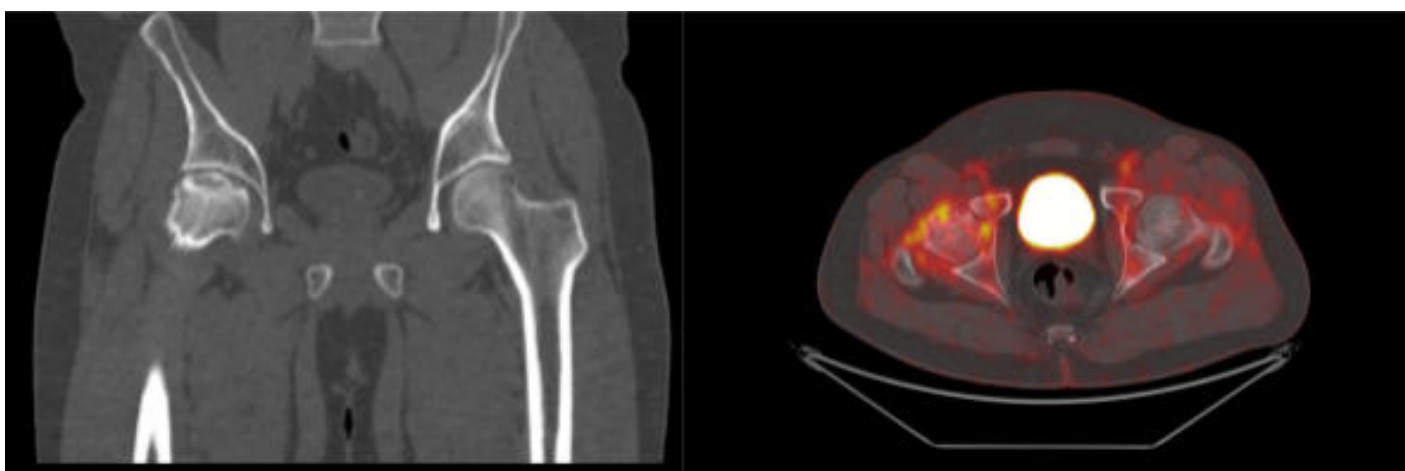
На ПЭТ-КТ изображениях представлены аваскулярный некроз головки бедренной кости (коронарная КТ) (коронарный КТ и аксиальный ПЭТ-КТ изображения), индуцированные химиотерапией (ХТ).
